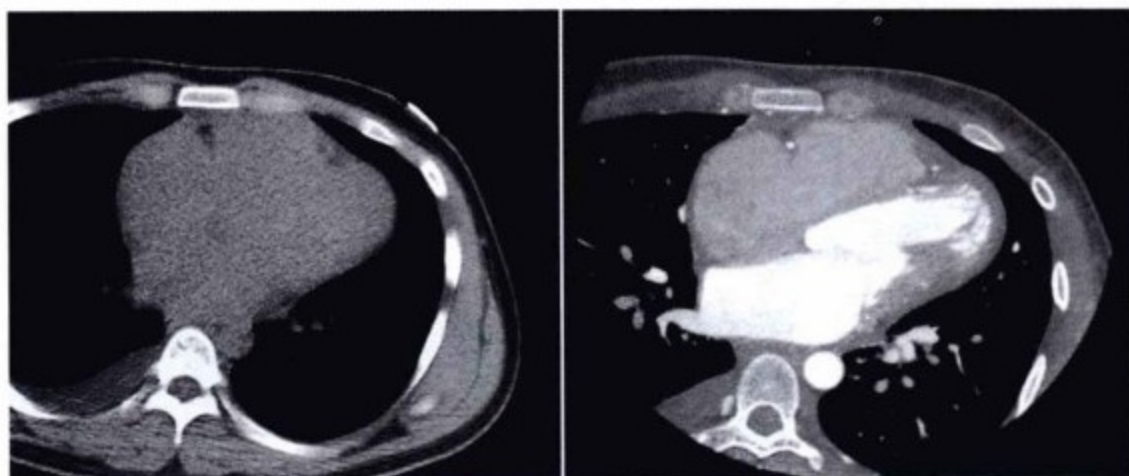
重度缩窄性心包炎。平扫(左)和增强(右)心电门控心脏 CT。追加生理盐水使右室造影剂变淡从而易于观察心脏。未见心包钙化。两种方法都难以区分侧壁的心包和心肌,因此显示心包增厚仍很困难。
